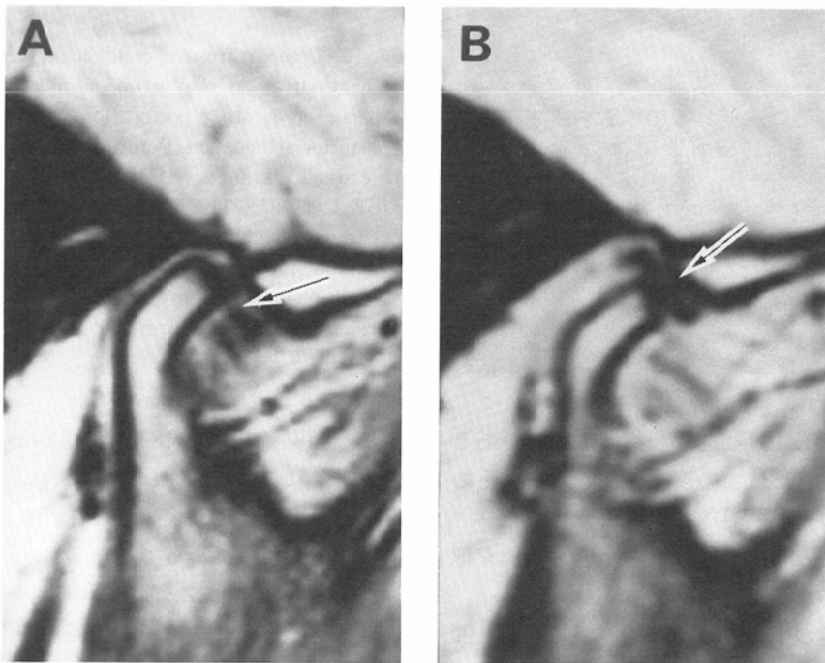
The upper joint compartment adhesion: MR images (SE 1,000/25). (A) Thin zone of the disk (arrow) is minimally displaced anteriorly. (B) In slight opening position, no motion of the disk (arrow) is demonstrated. It indicates adhesion of upper joint and the disk.
